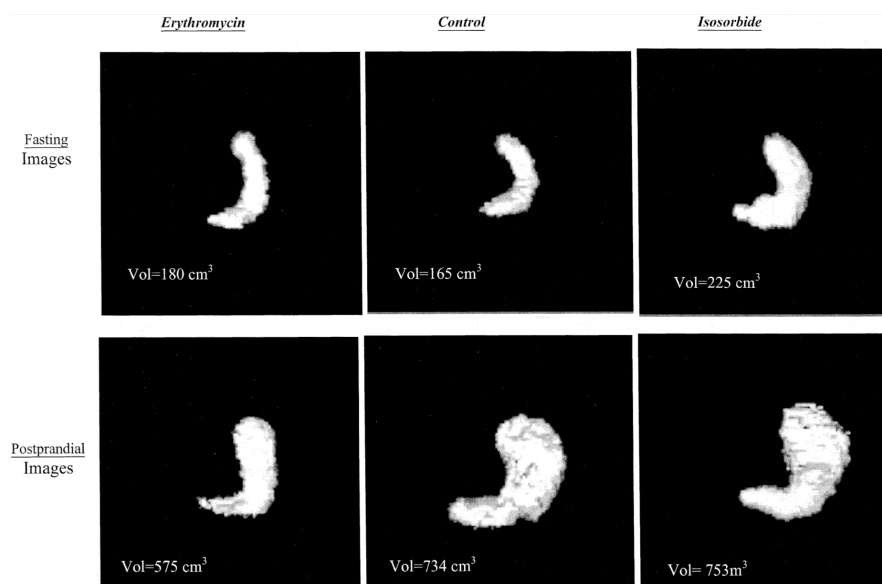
Imágenes tridimensionales en ayunas (imágenes superiores), y postprandiales (imágenes inferiores), obtenidas mediante SPECT, y reconstruidas en 3D mediante un *software* específico, en voluntarios sanos. Mediante la comparación de ambos volúmenes se obtiene una medida de la acomodación gástrica. En este estudio las imágenes se obtienen con infusión de eritromicina intravenosa (columna izquierda), y administración sublingual de dinitrato de isosorbida (columna derecha)⁸³.
